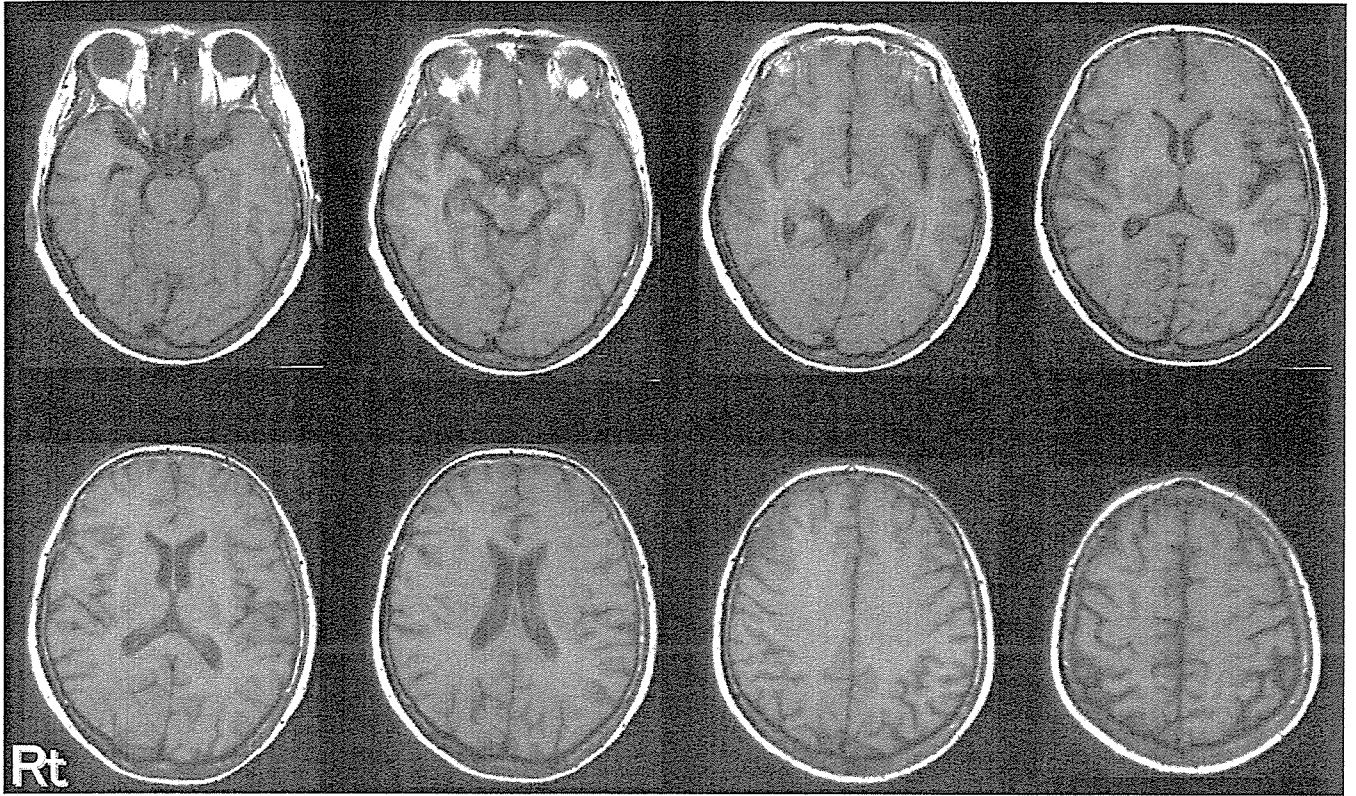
Axial MRI T1 images at age 62
